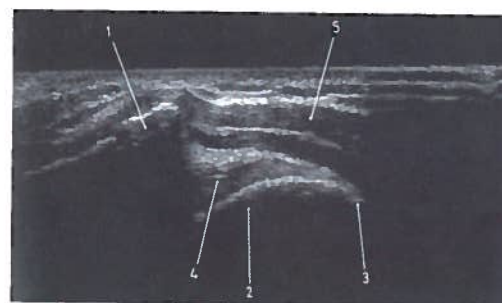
Estudo coronal do ombro esquerdo em ecografia
